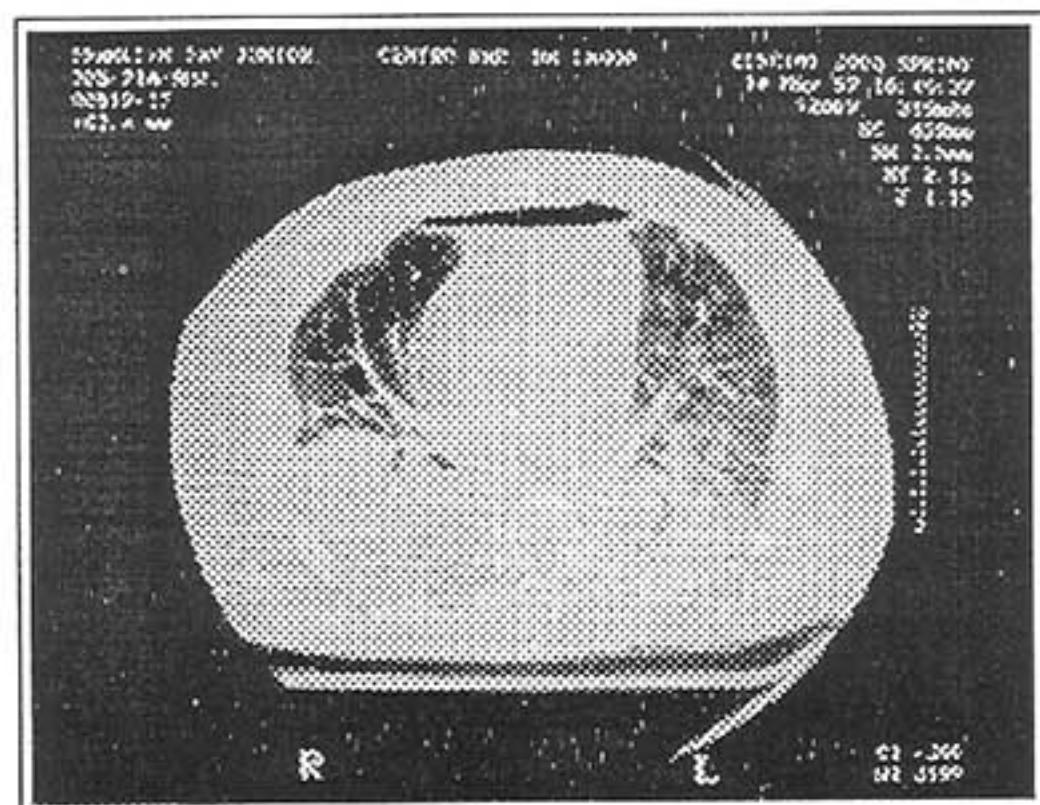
Tomografia computadorizada de tórax com condensação bilateral e presença de aerobroncograma. Resultado do cateter protegido: *Pseudomonas aeruginosa* 10⁵ UFC
